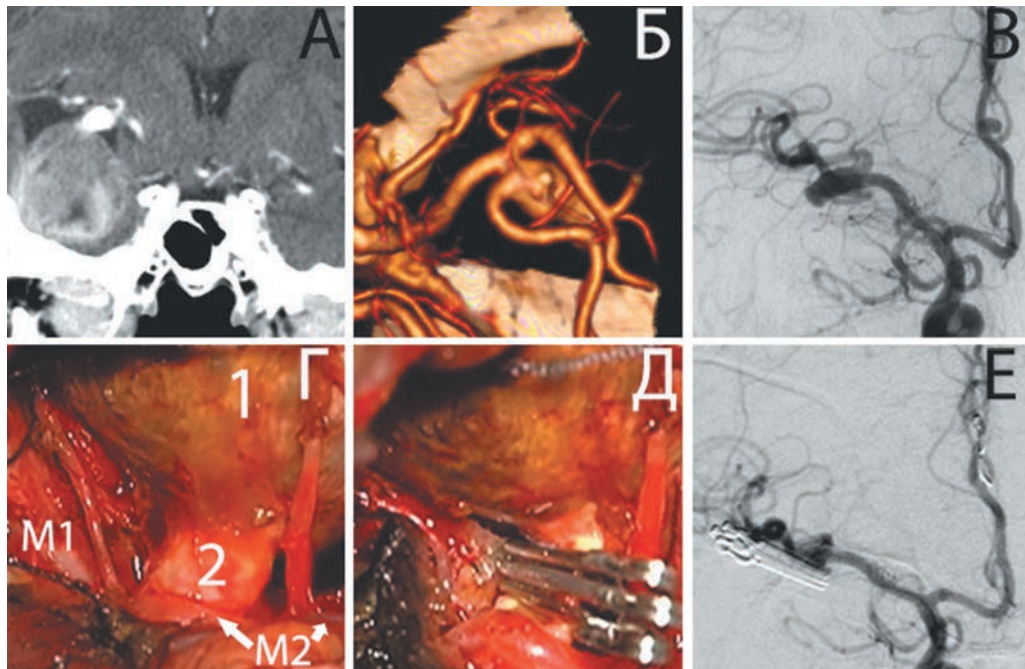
Клипирование шейки гигантской большей частью тромбированной аневризмы бифуркации правой СМА у пациентки 54 лет. А — КТ до операции: видно тромбированное тело аневризмы; Б-В — КТ-ангиография и прямая субтракционная ангиография до операции: видна полностью функционирующая шейка аневризмы; Г, Д — интраоперационные фотографии: полное выключение аневризмы. М1 и М2 — сегменты СМА.
